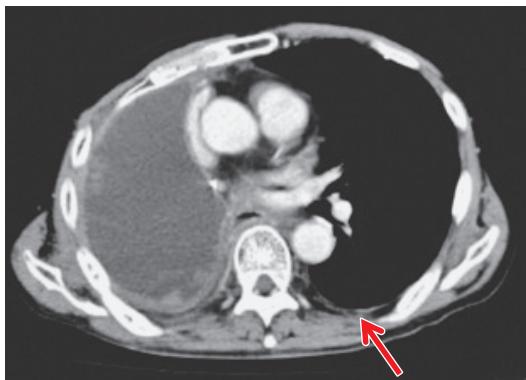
胸部 CT. 右胸腔背側に病変残存が疑われる(矢印).
